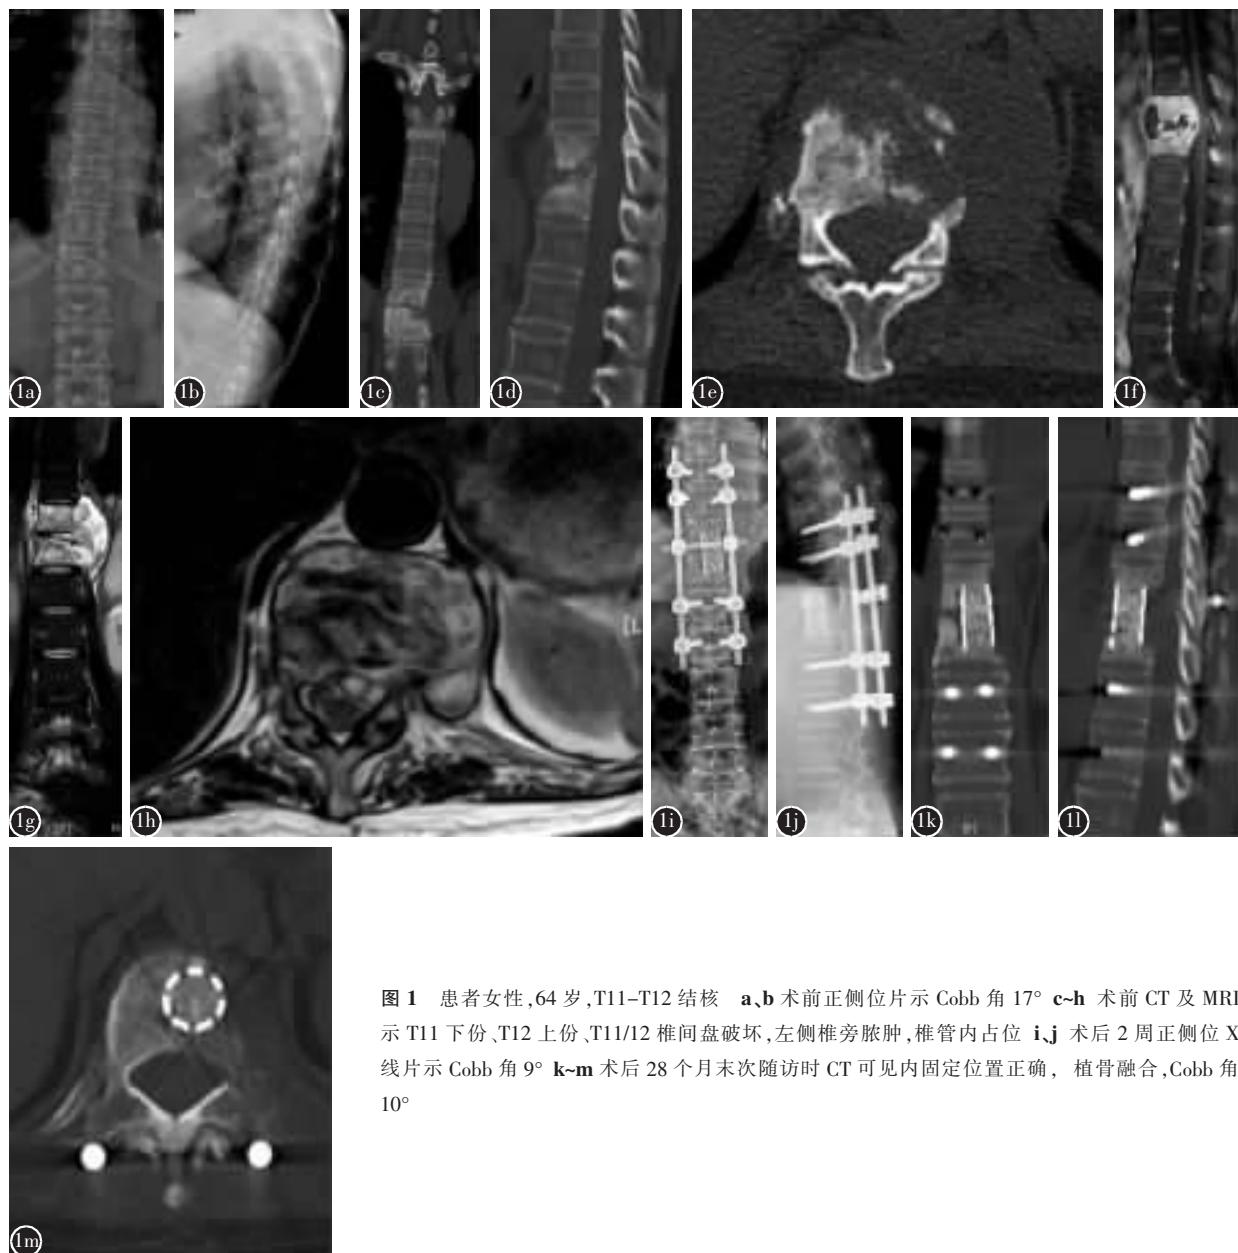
患者女性,64岁,T11-T12结核。a、b 术前正侧位片示 Cobb 角 17°。c~h 术前 CT 及 MRI 示 T11 下份、T12 上份、T11/12 椎间盘破坏,左侧椎旁脓肿,椎管内占位。i、j 术后 2 周正侧位 X 线片示 Cobb 角 9°。k~m 术后 28 个月末次随访时 CT 可见内固定位置正确,植骨融合,Cobb 角 10°。
